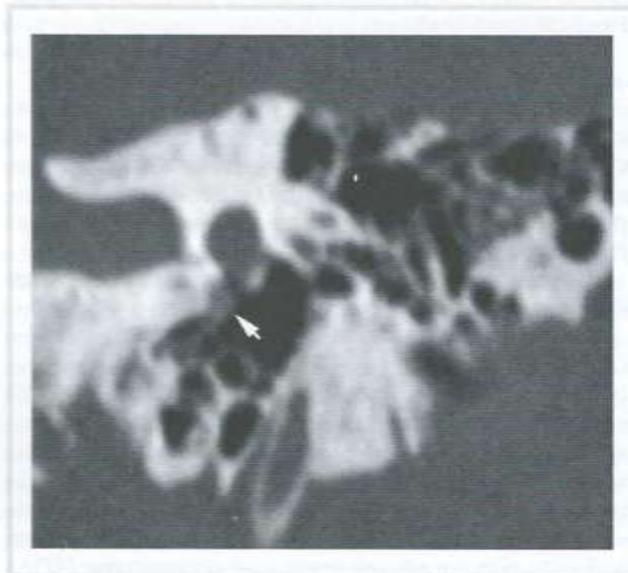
Computed tomogram of the left temporal bone in axial projection. Foci of otospongiosis are located (arrows) along the edges of the round window niche (1) and pericochlear (2).
